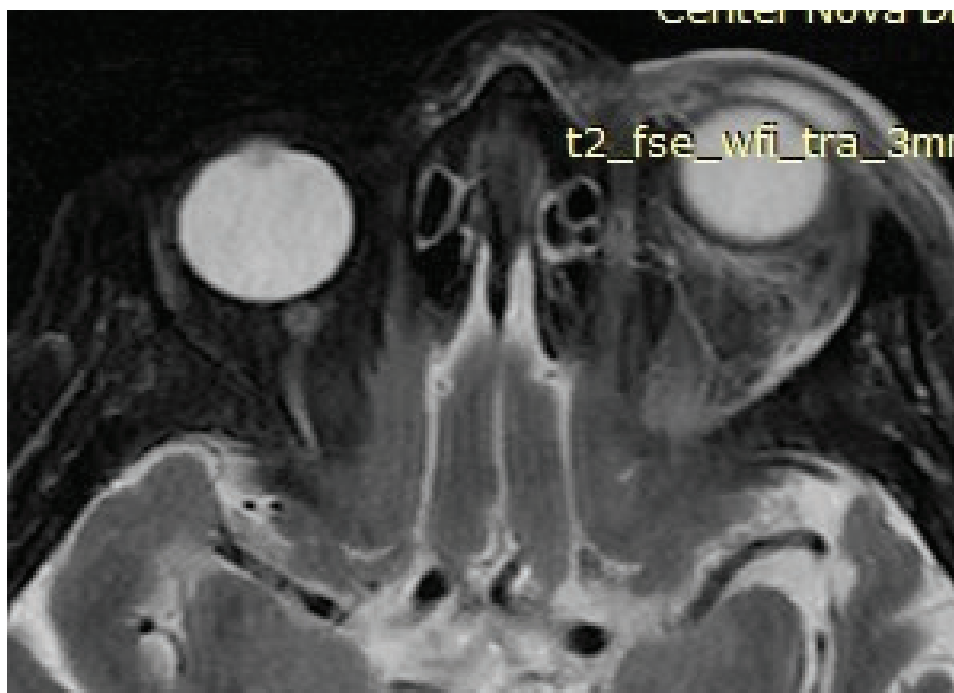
МРТ-картина пациента с ТКС: инфильтрация мягких тканей левой орбиты с расширением верхней глазной вены
